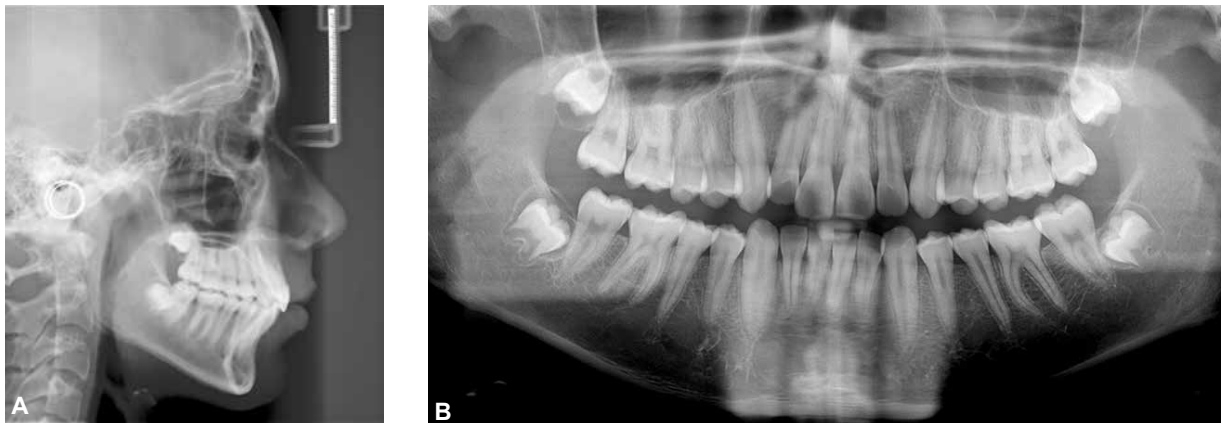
(A-B) – A) Telerradiografia e B) radiografia panorâmica iniciais.
